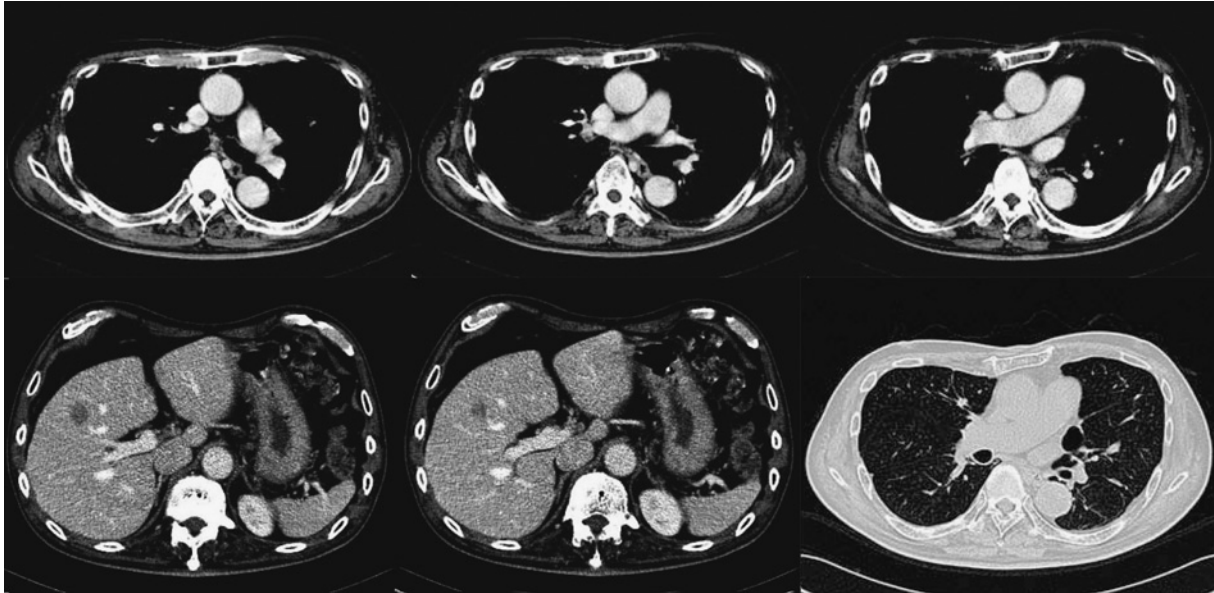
CT after chemotherapy shows great mass reduction in the right S³ of the lung and lymph nodes. However, there is no reduction in size of the nodule in S8 of the liver.
